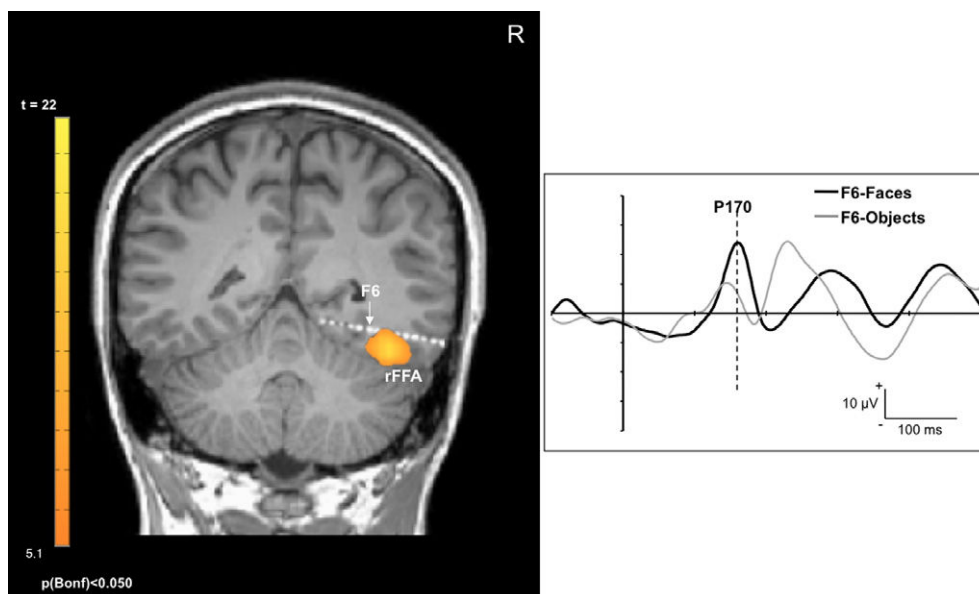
Anatomical and functional location of the contact F6 on a coronal slice. Left: Fusion between fMRI and post-operative CT-scan with implanted depth electrodes. fMRI disclosed the classical rFFA in the right fusiform gyrus. Contact F6 was located at the edge of the rFFA. Note that more lateral contacts F7, F8, and F9 that were closer to the rFFA than F6 were not recorded because they were located in the white matter. Right: Visual potentials evoked by faces and objects on contact F6. A face sensitive P170 potential (latency: 160 ms) was recorded on contact F6, albeit with a low signal-to-noise ratio.
